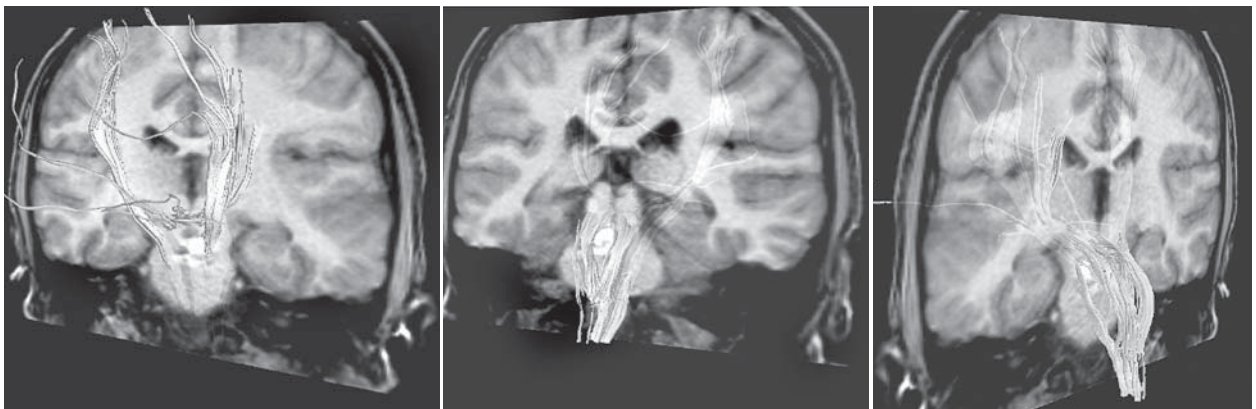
МРТ і трактографія хворої Л. з КА СГМ
